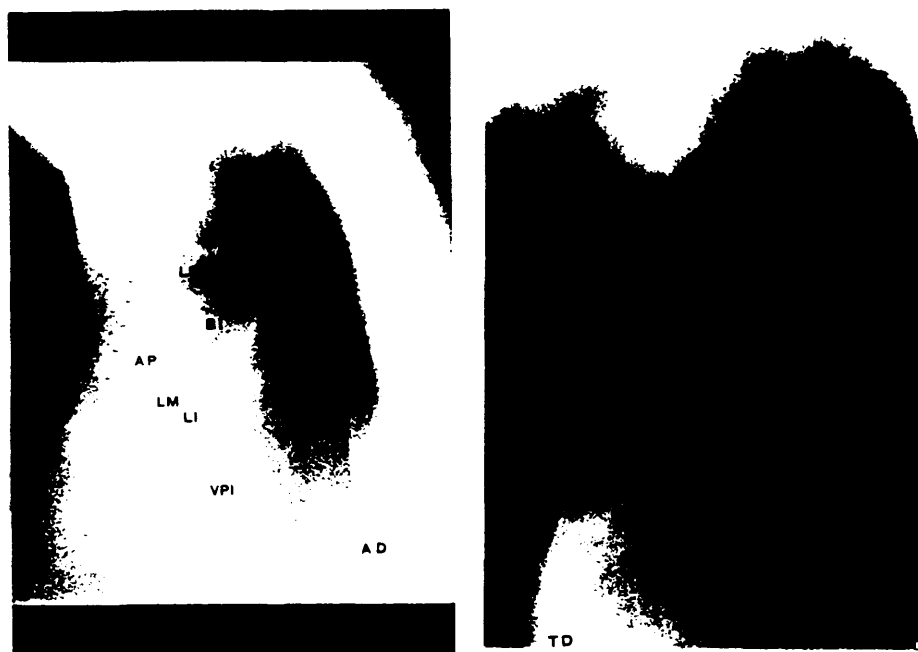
Hilio derecho normal estudiado con Tomografía Hiliar Oblicua a 55°. Tras la cirugía el hilio y mediastino normales. Carcinoma de células grandes en lóbulo superior derecho.
